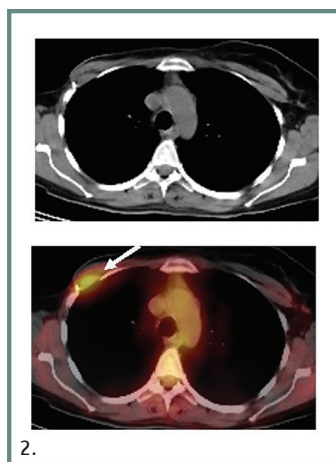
Ασθενής ηλικίας 45 ετών με αρνητική αξονική τομογραφία. Στην FDG PET/CT παρατηρείται υπερμεταβολική αλλοίωση στον αριστερό μαστό (τυχαίο εύρημα), ύποπτη πρωτοπαθούς νεοεξεργασίας (βέλος).
